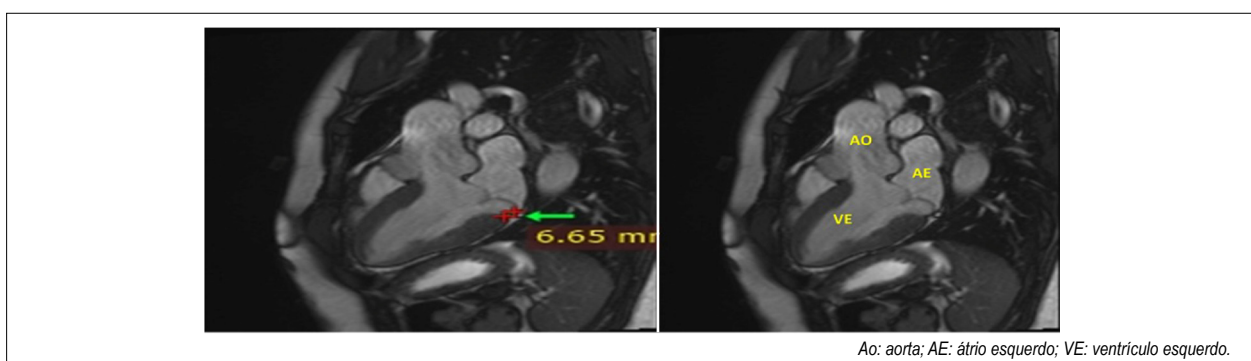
Ressonância magnética cardíaca mostrando, pela marcação em vermelho, a disjunção do anel mitral durante a sístole ventricular, medindo 6,65mm.
